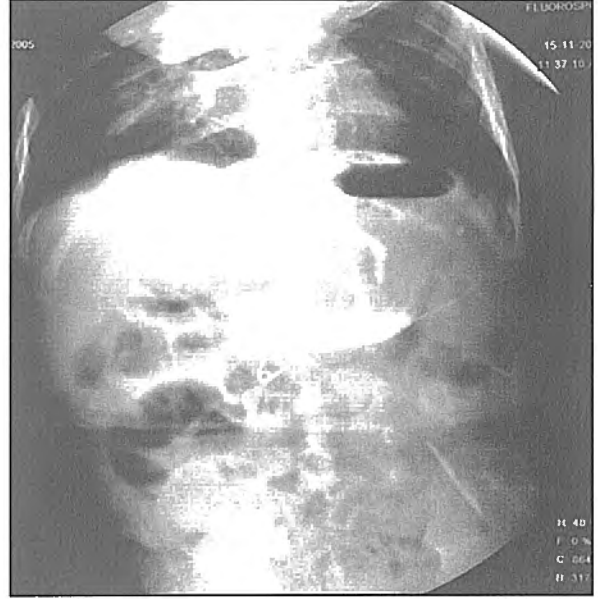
Baryumlu pasaj grafisi: Çengelli iğne duodeno-jenunal seviyede
